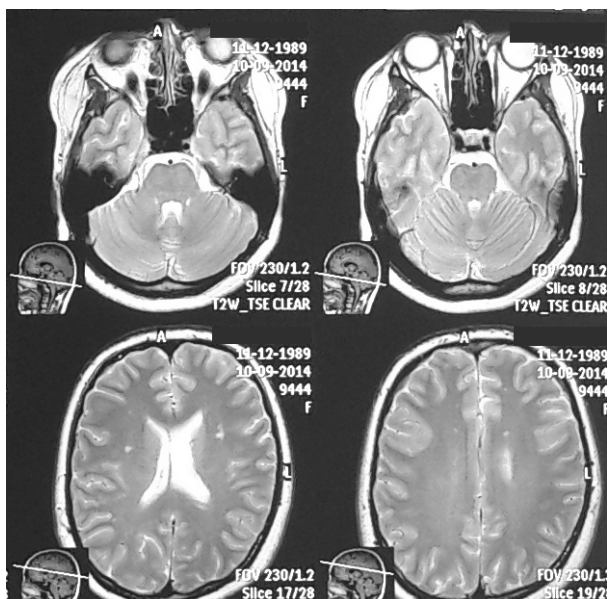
МРТ головного мозга пациентки А.
